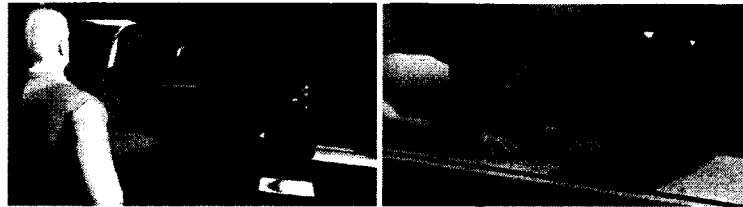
MRI control room (left) and manipulator and patient on MRI table (right)
